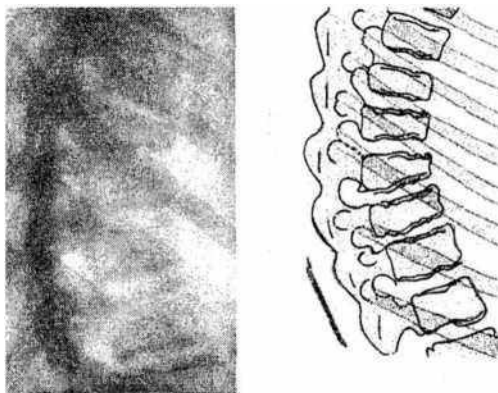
Рентгенограмма и скиаграмма остеохондропатии апофизов четырех грудных позвонков (юношеский остеохондропатический кифоз)
